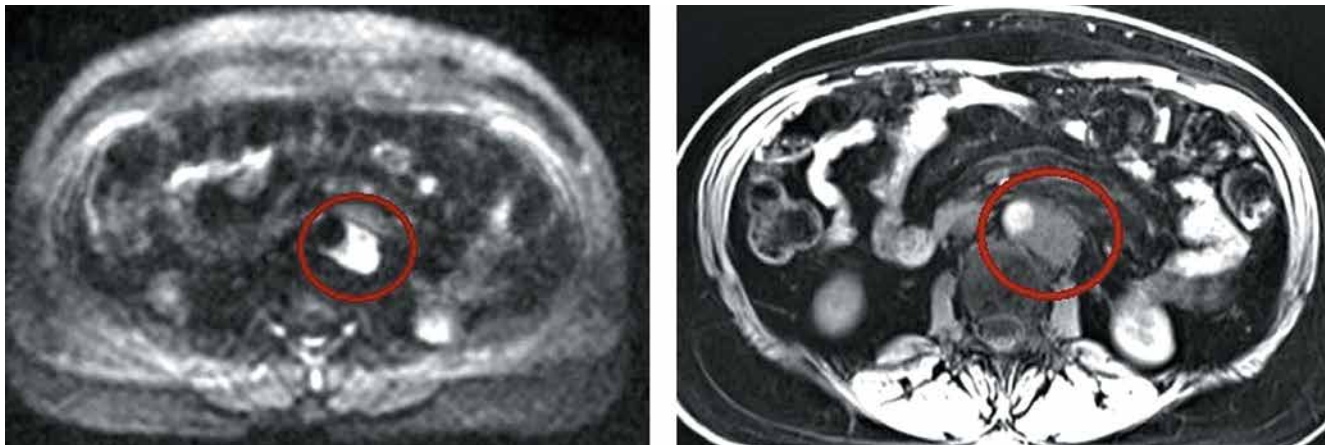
Результаты диффузионно-взвешенной магнитно-резонансной томографии. Забрюшинно слева – увеличенный лимфатический узел (обведен)
